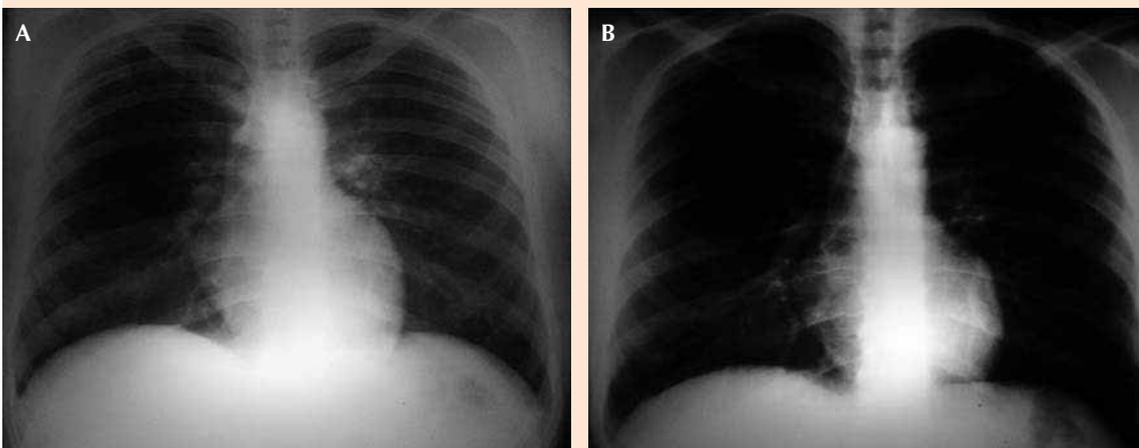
A. Radiografía posteroanterior de tórax, paciente con tratamiento inicial de 24 horas, se observa alivio parcial del parénquima pulmonar, con disminución de edema agudo de pulmón. B. Radiografía posteroanterior de tórax 72 horas posterior al tratamiento. Se observa alivio completo del cuadro.
